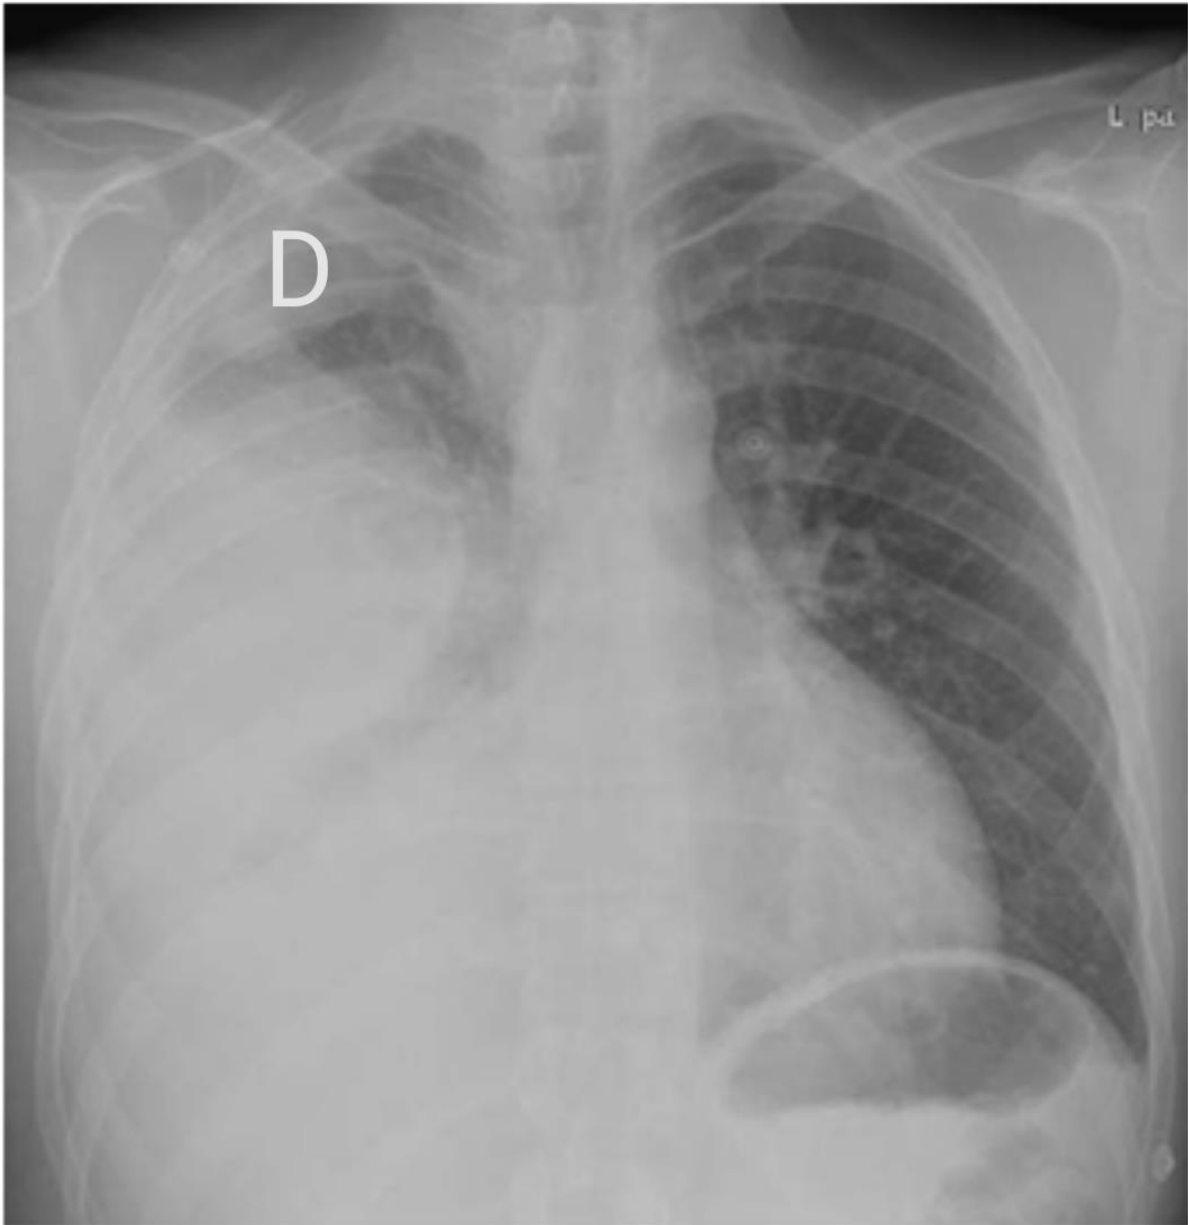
Radiographie du thorax de face montrant une pleurésie enkystée droite
